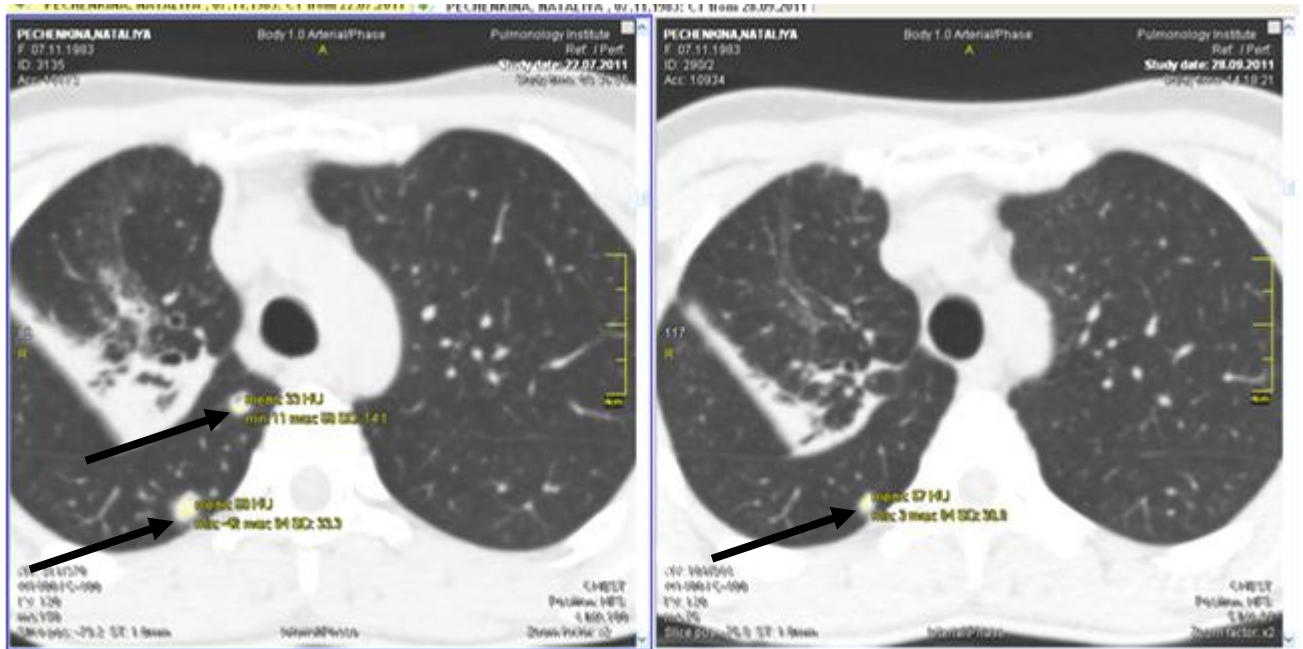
Аксіальні зрізи КТ хворого Р. до початку лікування (зліва) та після інтенсивної фази хіміотерапії з даними денситометричних показників (стрілками вказані вогнища).
